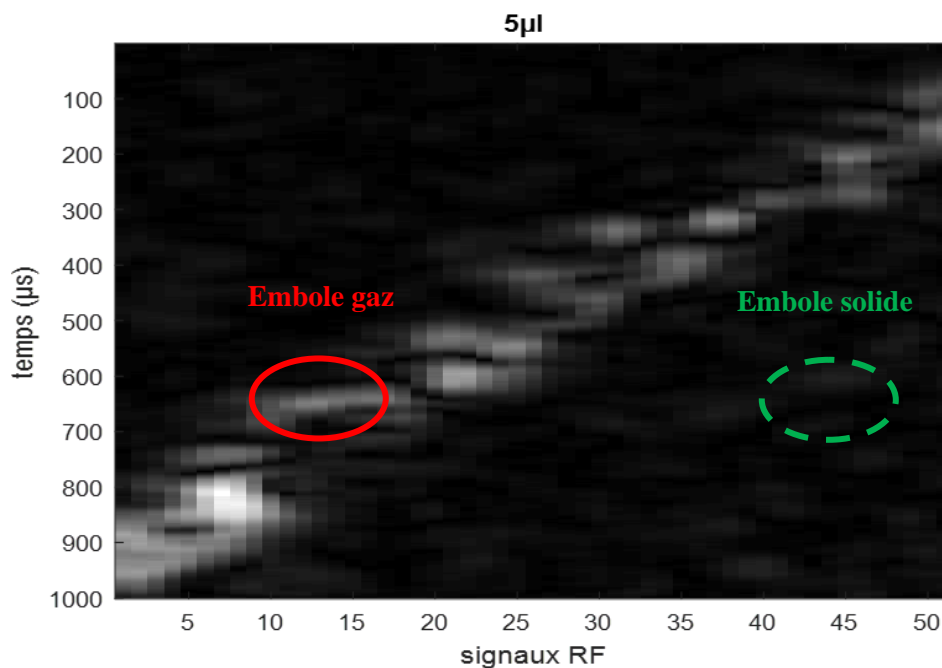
Figure A - 2: Image échographique pour la concentration des microbulles de 5 μ l.
